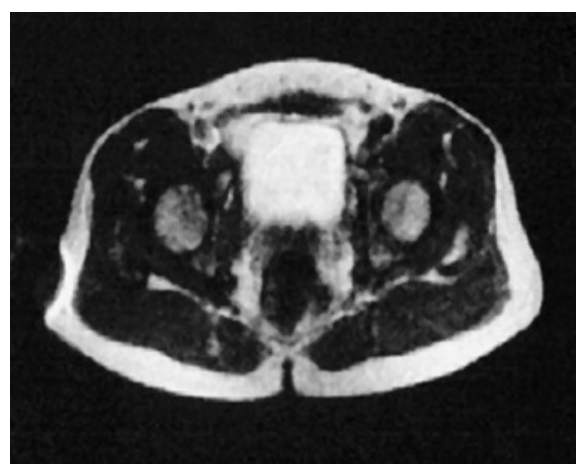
En noviembre de 1983, el primer explorador de RM, un super conductor de 0.35 T Magnetom (Siemens) fue instalado en el Departamento de Radiología en la Universidad libre de Berlín. Examinaron al primer voluntario. La primera dosis fue de solamente 0.8 de Gd-DTPA, y el contenido de la vejiga del voluntario cambió de negro al blanco brillante. Imagen tomada de R Felix. Spek U Magnevist® pioneering MR contraste media in Felix Roland. Magnevist Monograph. Blac kwell Science Berlin. Pag. Vienna 2001. Pags. 1-2.
